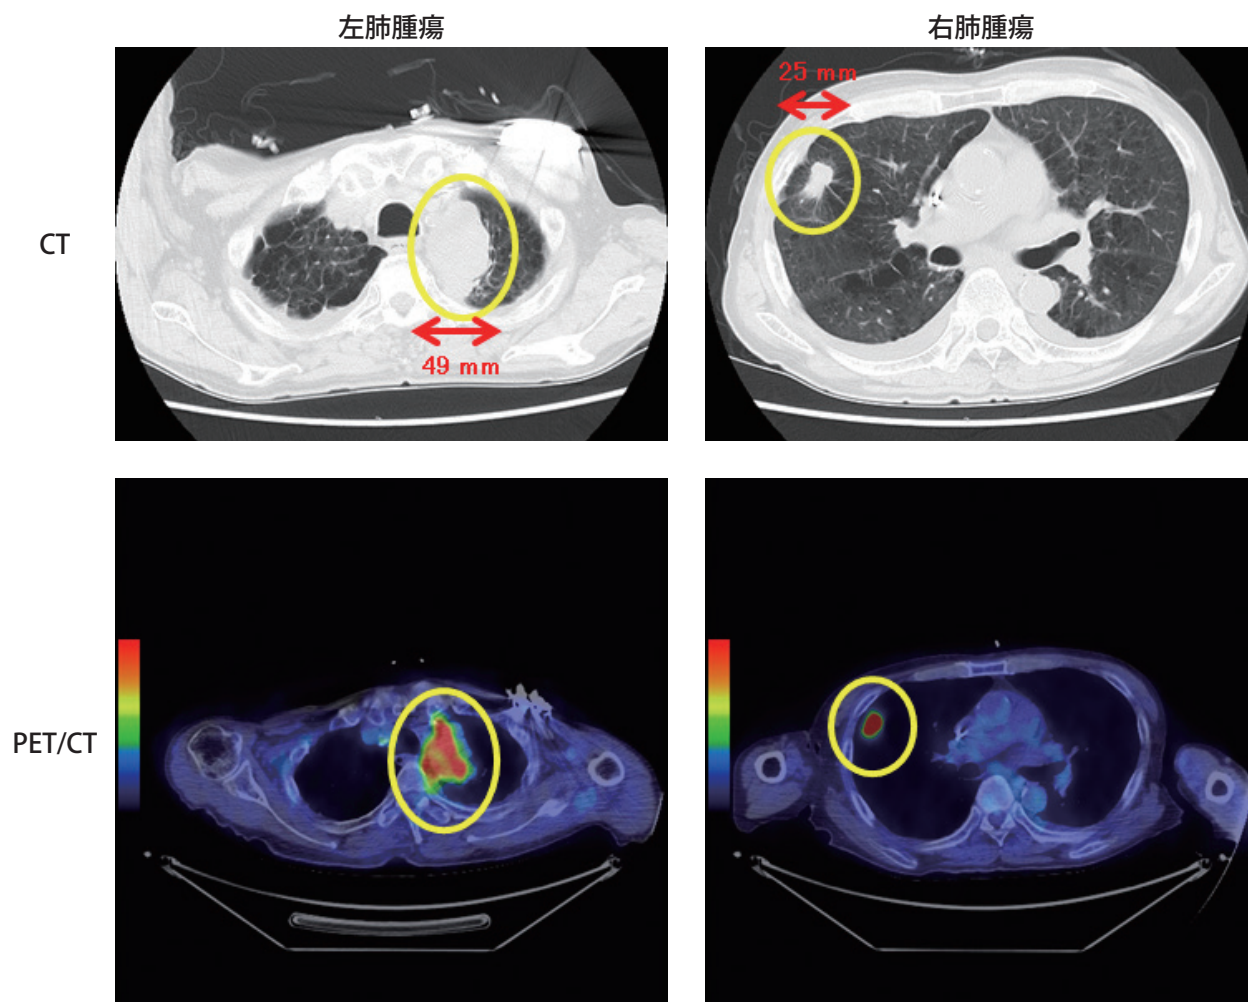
診断時画像 (上：CT、下：PET/CT)
